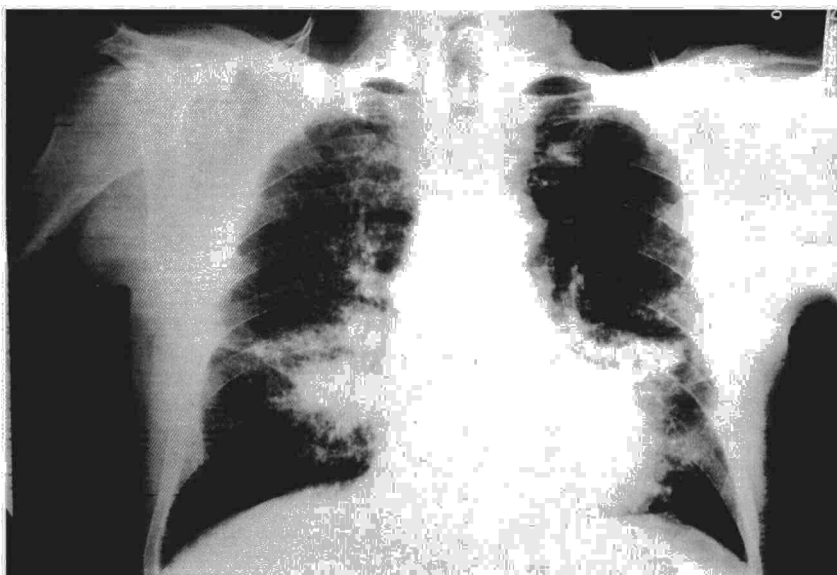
Radiografía PA de tórax: patrón micronodular diseminado, bilateral.
